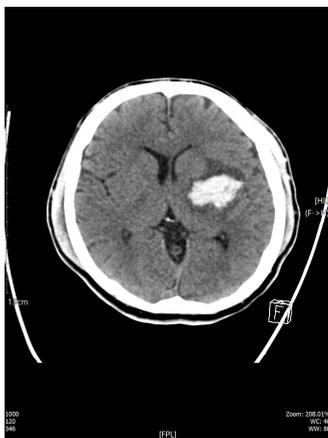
Brain CT, non-contrast, axial view (20 hours after onset) : mild enlarged acute intracranial
